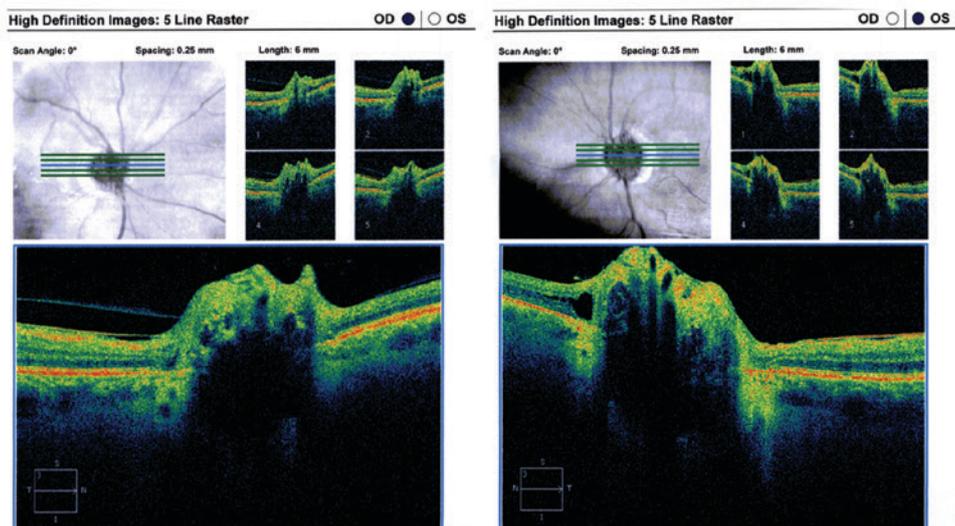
Amincissement de la couche des fibres nerveuses rétiniennes causé par des drusen du nerf optique visible par tomographie par cohérence optique.
